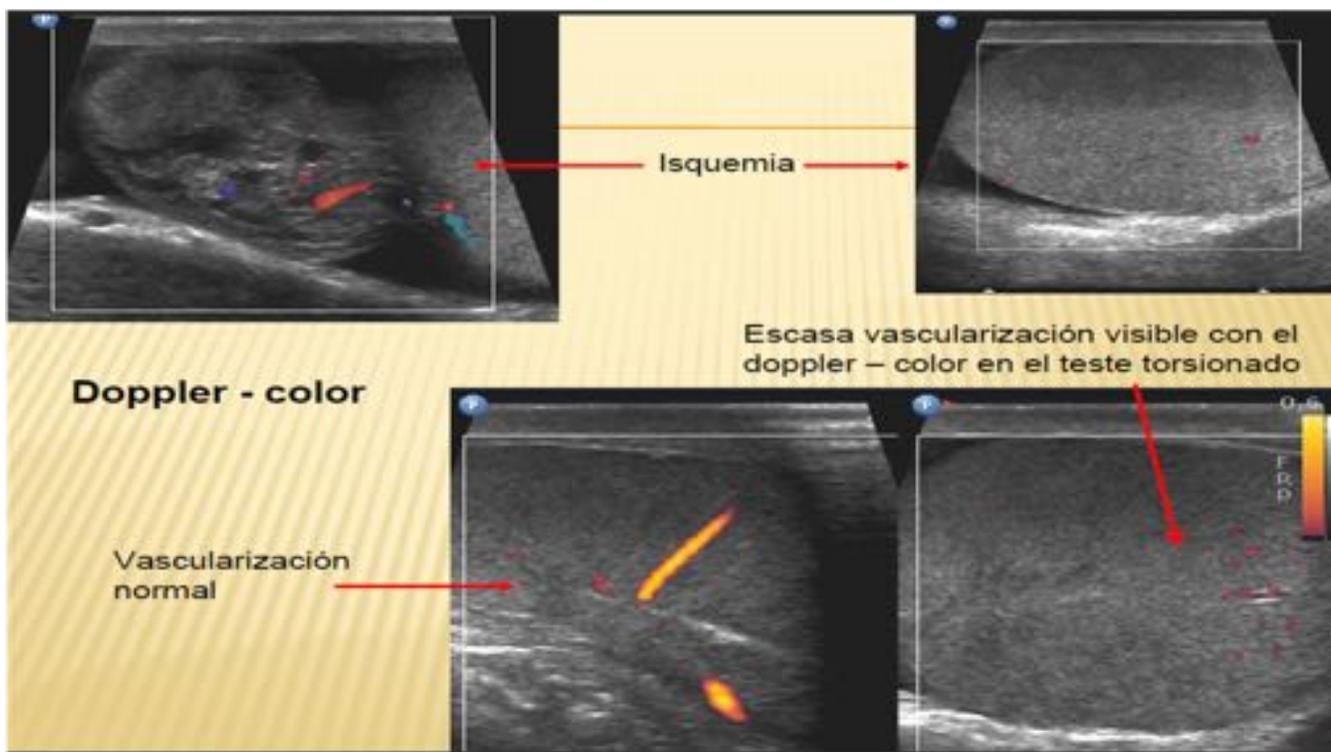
Ecografía Doppler-color en testículo normal y torsionado
